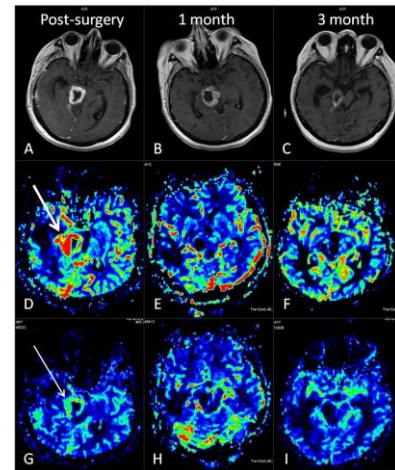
Pseudoprogression of the residual tumor in a 41 year-old woman with GBM. A: Axial T1-weighted image after the operation shows contrast enhancement in the walls of postoperative cavity at right side of mesencephalome. B: One month after RT-TMZ, cavitory lesion gets bigger and contrast enhancement becomes nodular. C: Lesion gets smaller and contrast enhancement decrease in the 3. month MRI study. D-F: rCBV maps in serial MRI studies demonstrate that cavitory lesion has increased perfusion after operation (d, thick arrows) but perfusion decrease in subsequent MRI studies one month (e) and three month (f) after RT-TMZ treatment. G-I: rCBF maps in serial MRI studies demonstrate similar findings as rCBV map. Blood flow of the lesion is high before RT (g, thin arrow) but in first month MRI, flow decrease although dimensions increase (h). Three months after RT-TMZ flow on the walls of the lesion is not remarkable (i).
